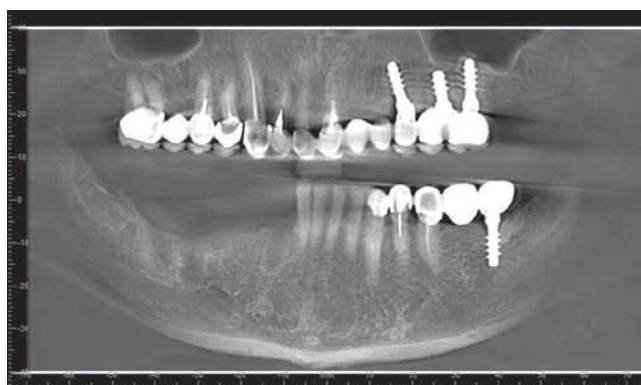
Ортопантомограмма пациента
